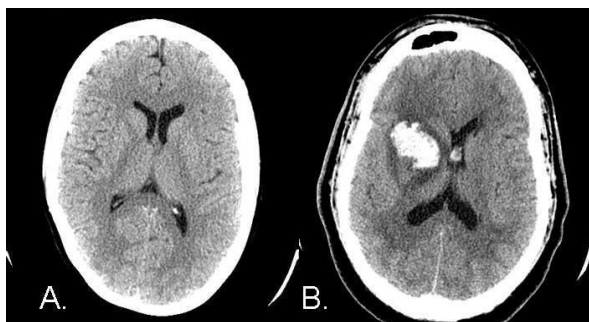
MRI cerebrale: a sinistra un cervello sano, a destra uno colpito da ictus emorragico.
